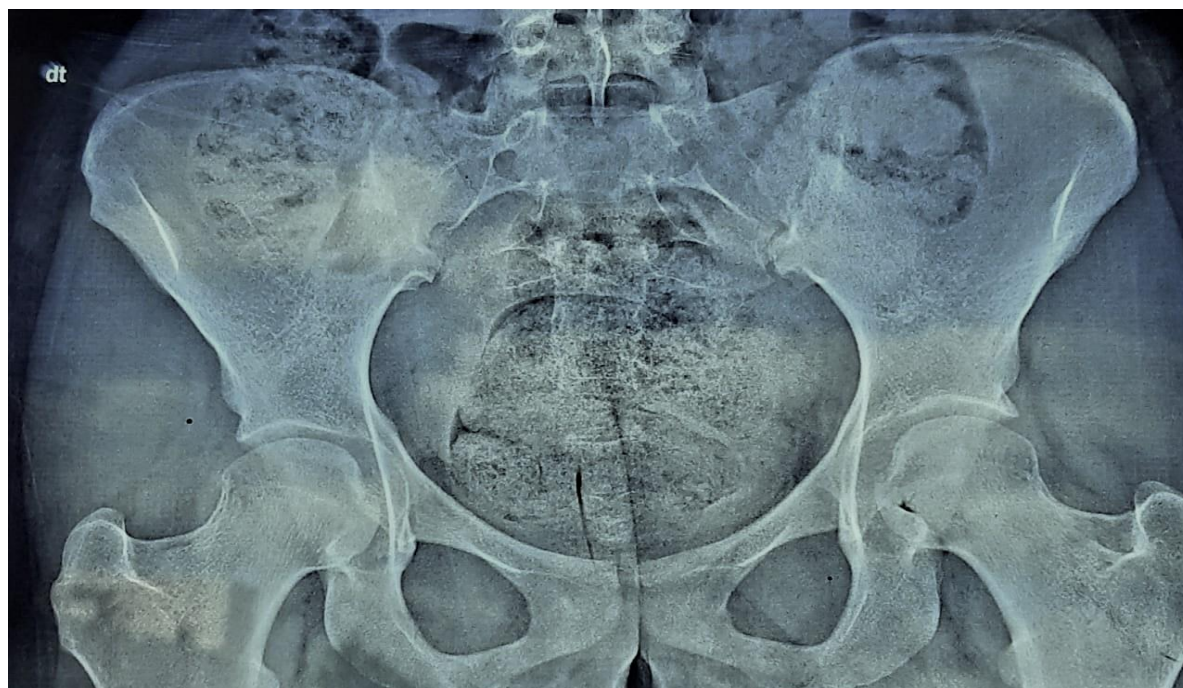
Radiographie des sacro-iliaques montrant une sacro iliite stade IV à droite chez une patiente du service (HMMI)
